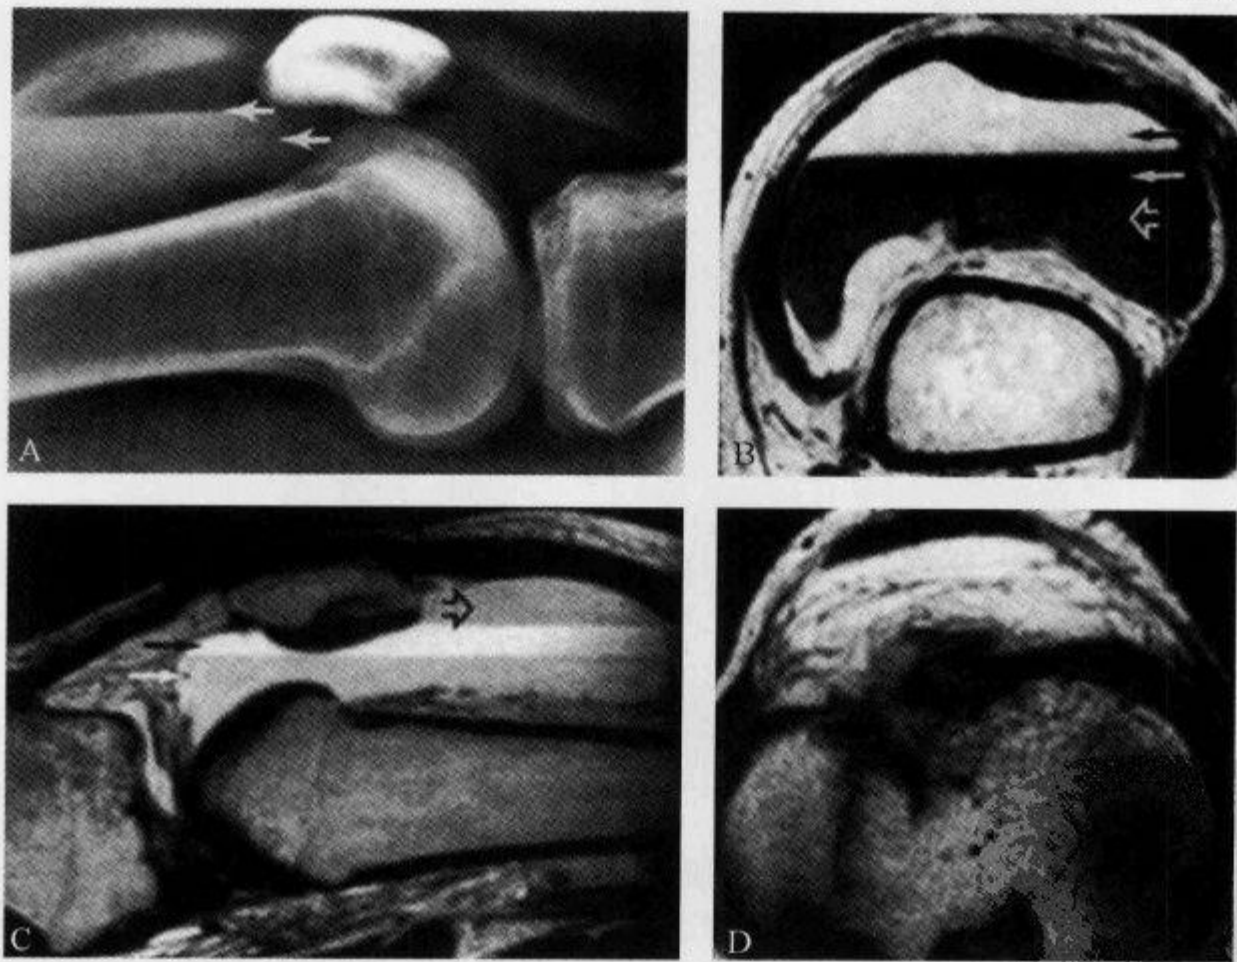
膝关节 X 线平片及 MRI 示“脂肪-血液界面征”
